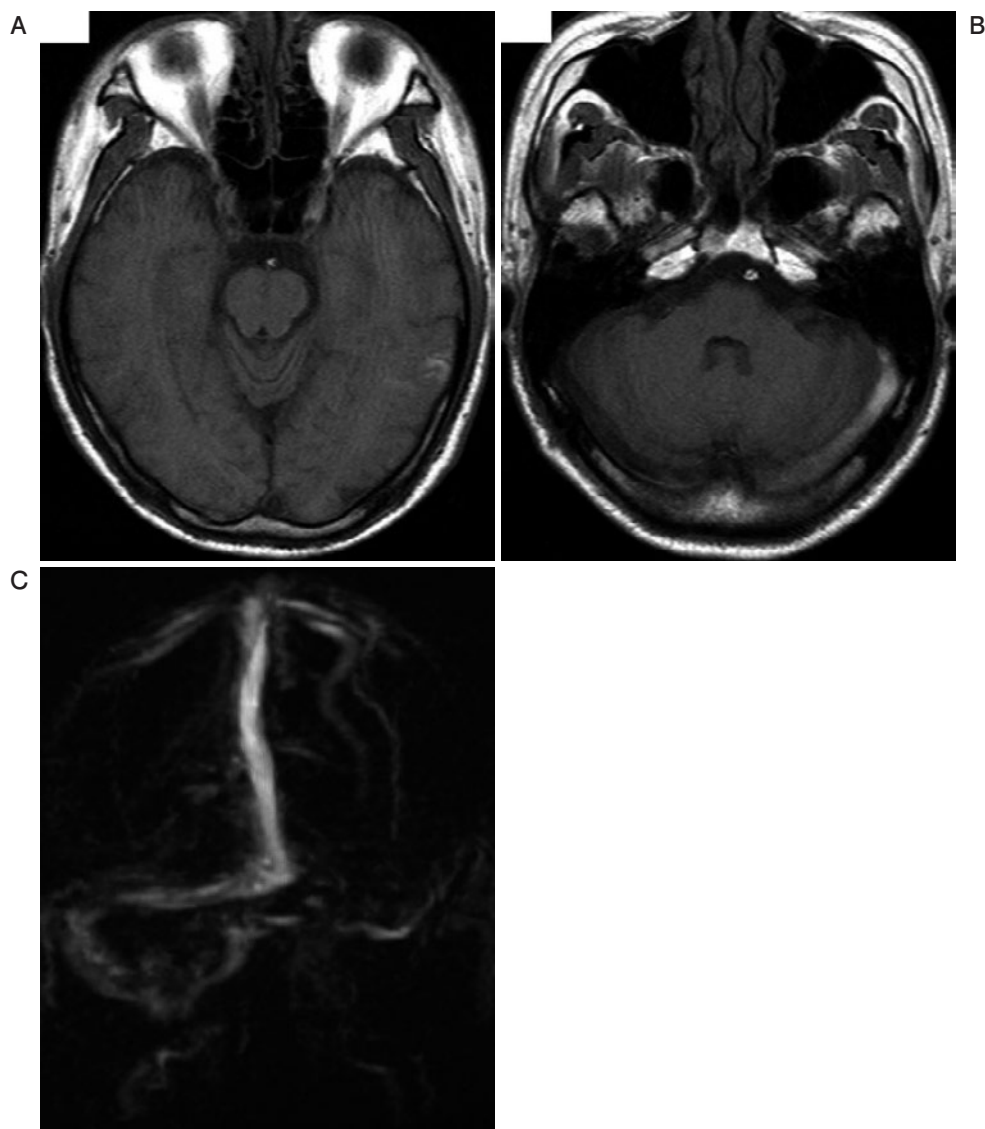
MR imaging after admission. (A, B) Axial T1-weighted images. (A) High signal intensity in the left temporal cortex. (B) Enlargement and high signal intensity of the left transverse sinus. (C) MRV scan. Absence of signal in the left transverse sinus and left sigmoid sinus.
